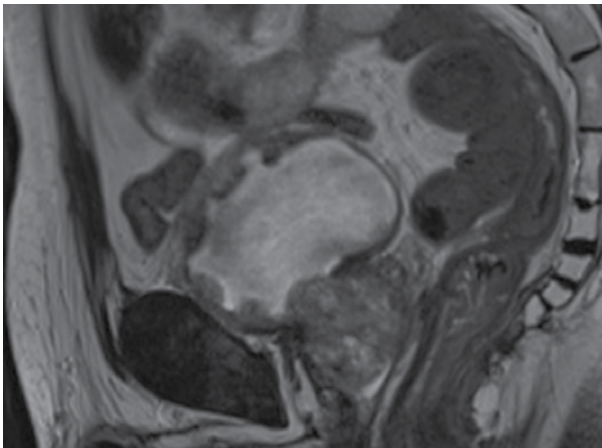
МРТ-картина мультицентричного рецидива рака мочевого пузыря от августа 2021 г.
